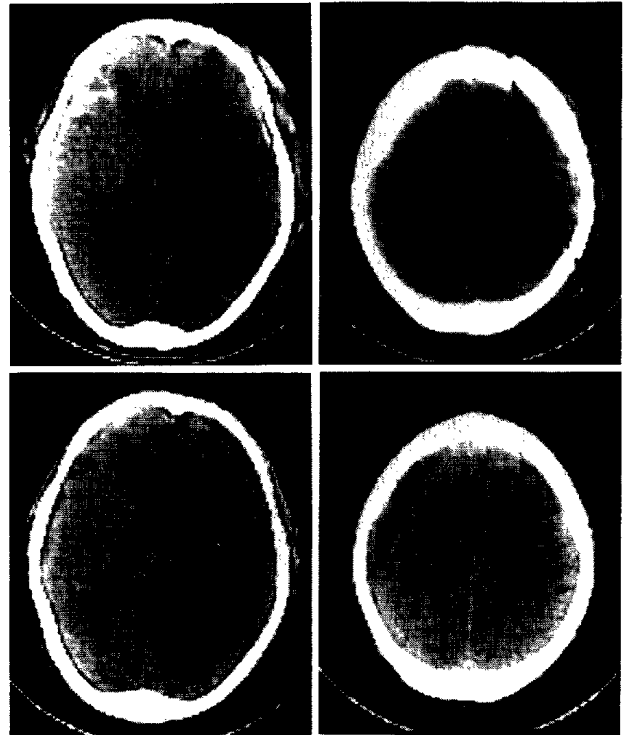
CT scans of Case 6 showing postoperative states of right epidural hematoma, and left subdural hemorrhage with cerebral contusion 6 days after the trauma (*upper*).
